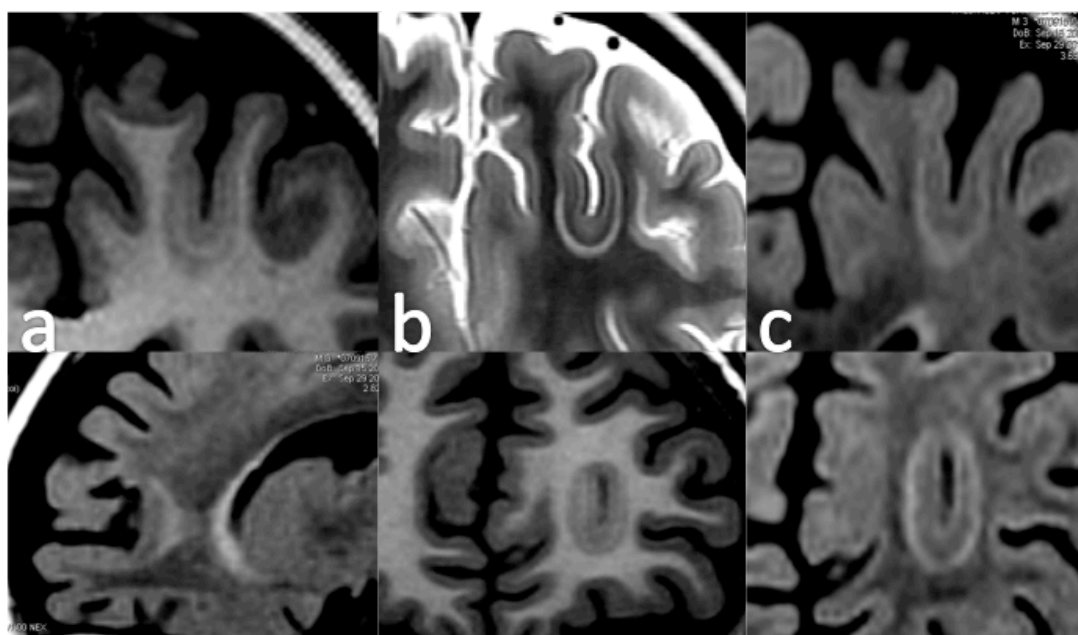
DCF-FS frontal izquierda. En las secuencias T1 (a) se observa hiperintensidad lineal con señal similar a la de la sustancia blanca normal y más profundamente discreta hipointensidad, con señal similar a la corteza normal. En la secuencia T2 (b) se observa la primera banda con señal hipointensa similar a la de la sustancia blanca normal y más profundamente hiperintensidad yuxtacortical con señal superior a la de la corteza normal. En la secuencia FLAIR (c) la primera banda yuxtacortical es isointensa con el resto de la corteza y la alteración de señal más profunda es hiperintensa con respecto a la corteza normal y coincide con la banda observada en T2.
